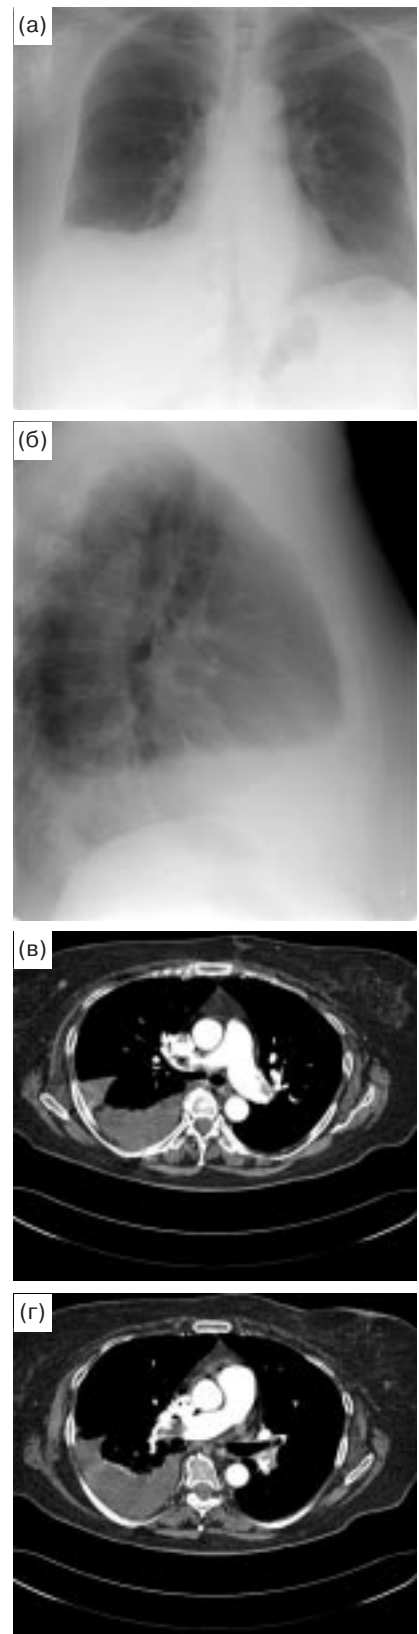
ТЭЛА. а, б – обзорные рентгенограммы – жидкость в правой плевральной полости; в, г – КТ-ангиография – в просветах правой и левой легочных артерий видны множественные дефекты наполнения.
